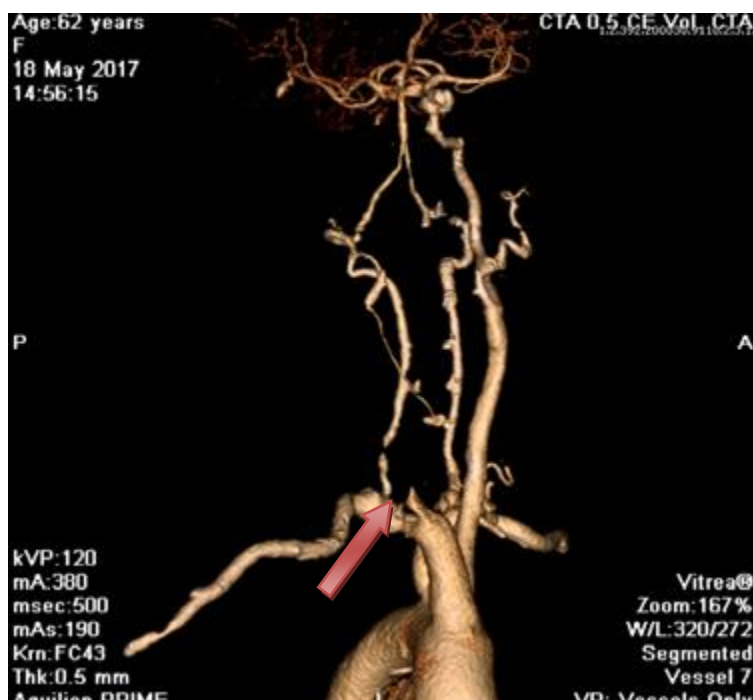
МСКТ перед операцией
